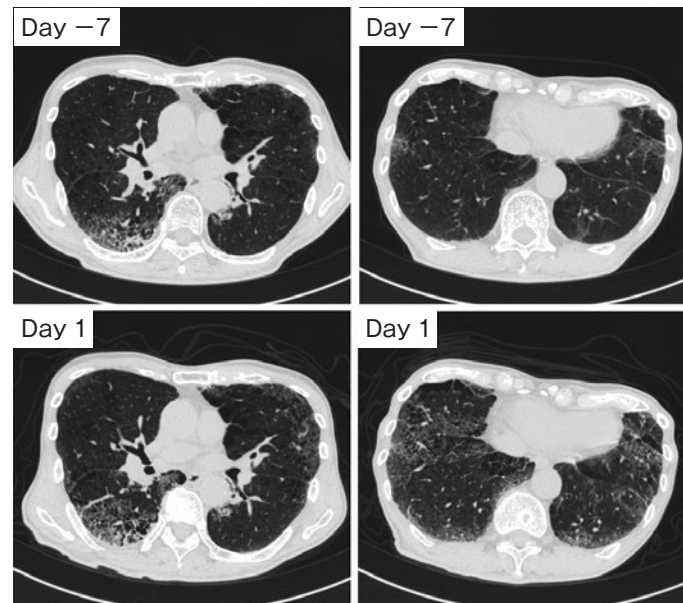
Chest computed tomographic (CT) scan shows that, on a background of centrilobular emphysema, subpleural consolidation and ground glass attenuation were predominantly observed in the lower lobes and were gradually worsening between 7 days before (Day -7) and one day after (Day 1) the hospitalization.
